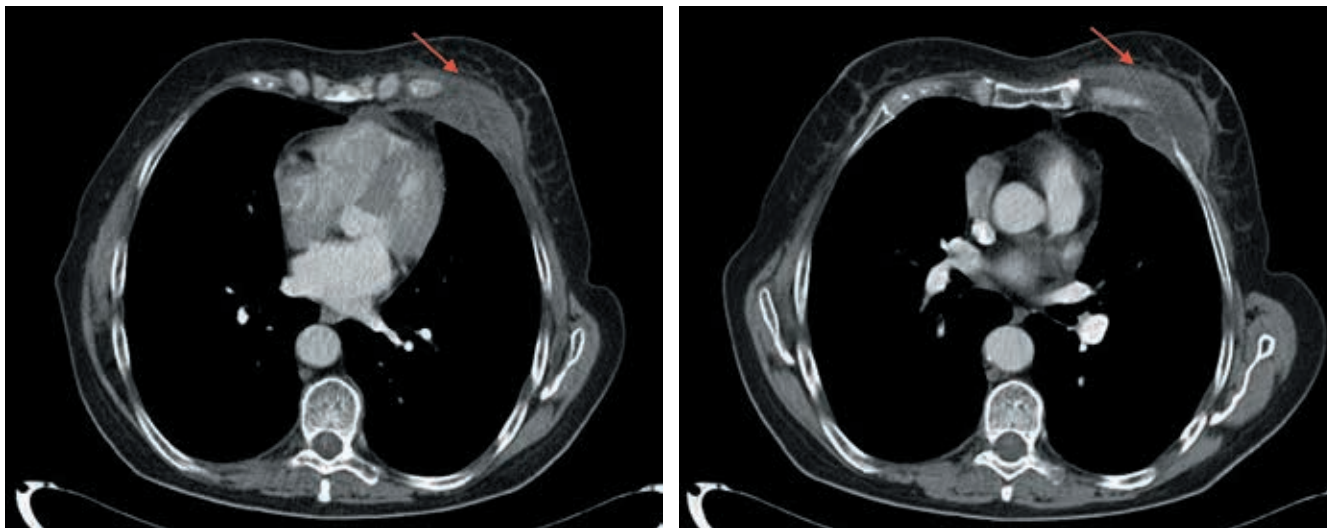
TC de tórax donde se aprecia masa en pared anterior de hemitórax izquierdo.
